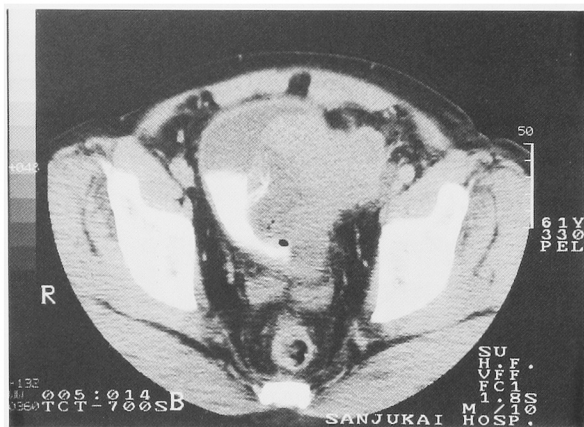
Pelvic CT scan shows the progression of the bladder tumor.
